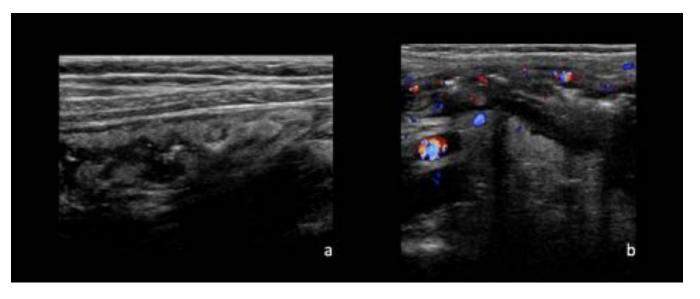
Ecografía abdominal en modo B y Doppler color. Corte longitudinal de asa ileal donde se aprecia engrosamiento parietal e hiperemia Doppler color.
